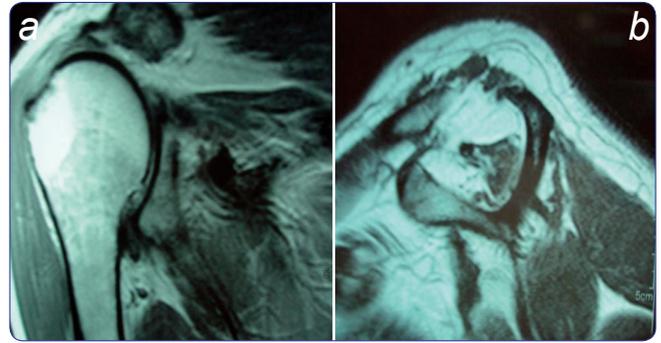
a) Resonancia magnética de un paciente con pseudoparálisis de hombro por ruptura irreparable del manguito rotador con inestabilidad anterosuperior. b) Corte oblicuo sagital del mismo paciente donde se observa necrosis grasa severa de los músculos subescapular, supraespinoso e infraespinoso.
